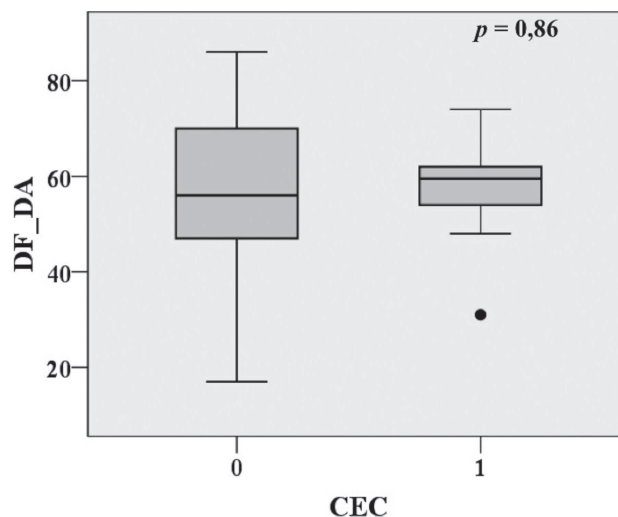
Comparação do percentual de enchimento diastólico da DA entre os grupos RM sem CEC (0) e o grupo RM com CEC (1). DF_DA: percentual de enchimento diastólico da DA; CEC: circulação extracorpórea; RM: revascularização do miocárdio
